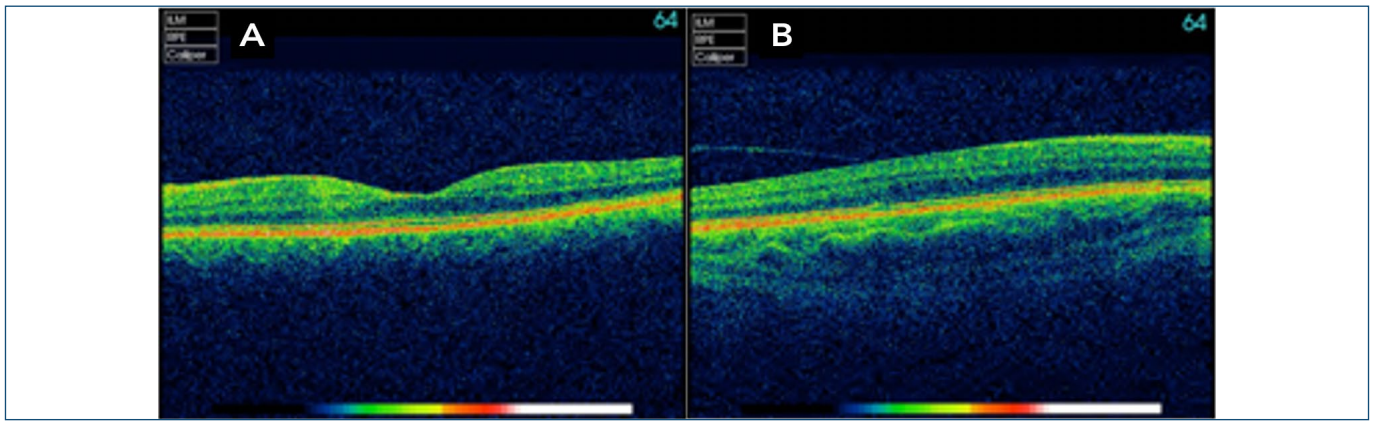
(A) Exame de tomografia de coerência óptica sem alterações, mostrando a depressão foveal. (B) Perda da depressão foveal, mostrando a hipoplasia da fóvea em um paciente portador de albinismo.
